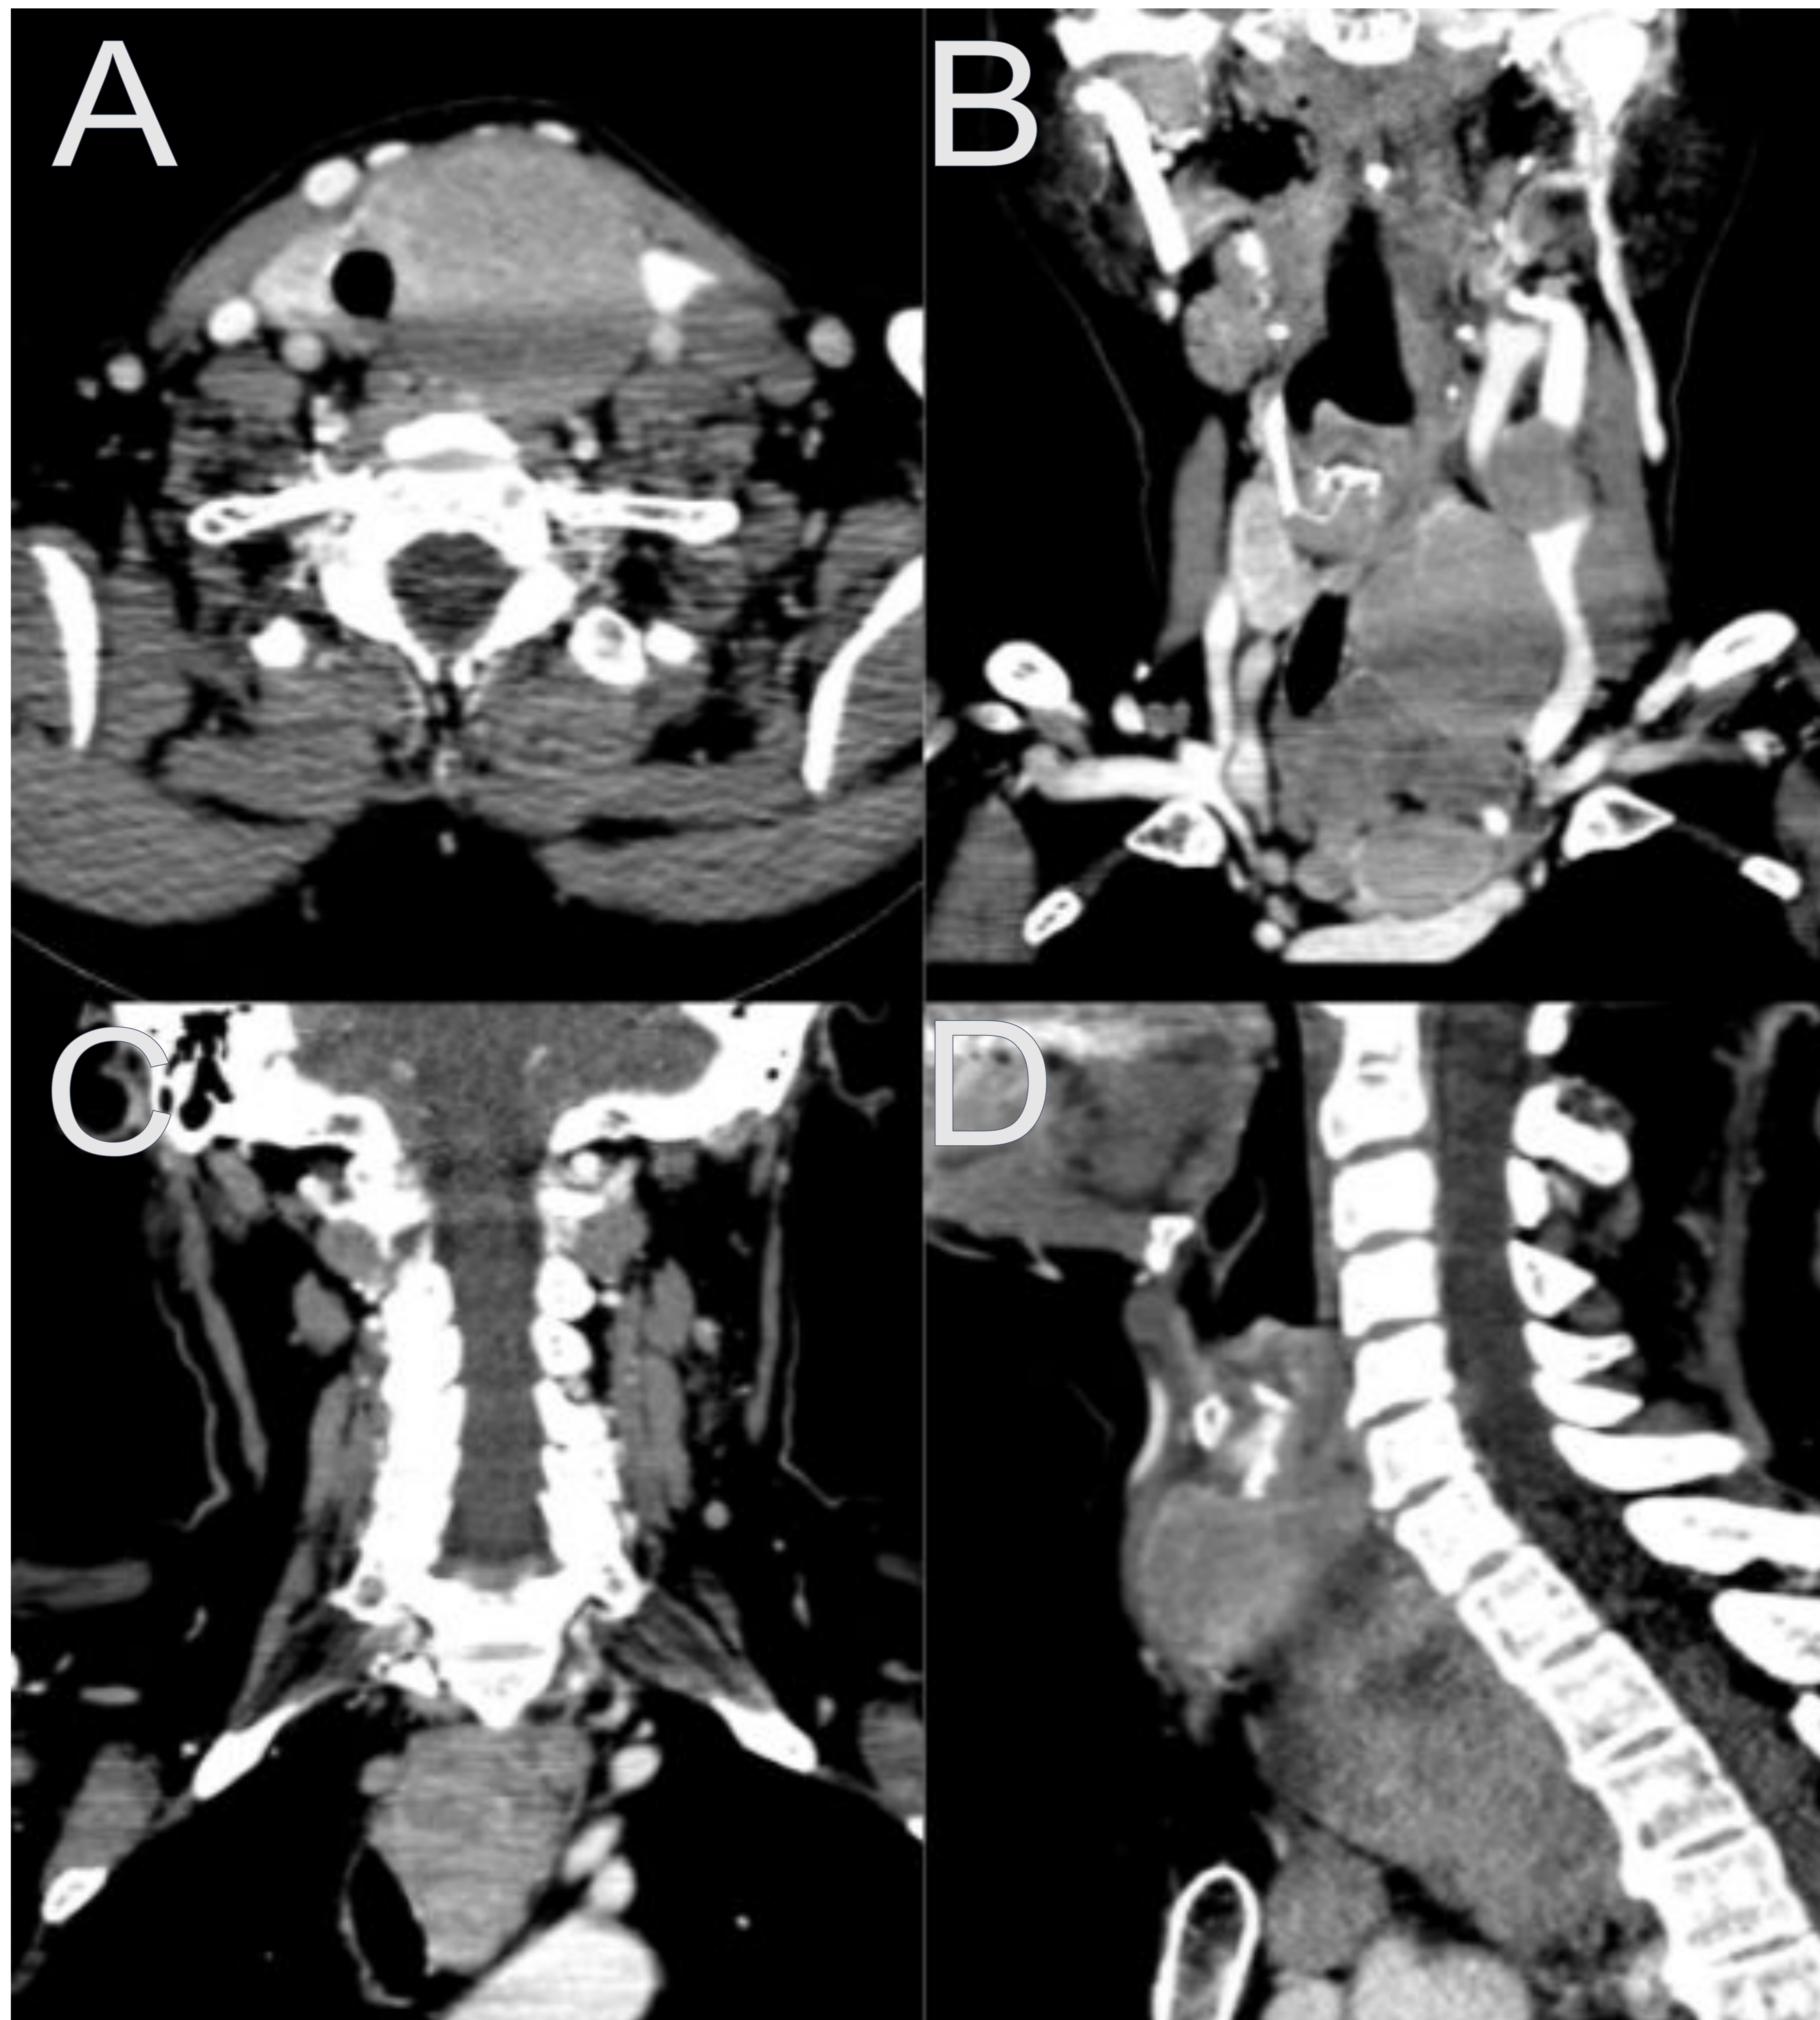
Linfoma de tiroides con extensión adenopática en el cuello y el mediastino. A y C: corte axial y coronal de TC de cuello con contraste intravenoso en el que se observa una masa polilobulada hipodensa respecto al parénquima tiroideo normal en el LTI, que desplaza y estenosa la tráquea hacia la derecha y se introduce en el mediastino rodeándola, quedando superior al cayado aórtico. Desciende medial a la carótida común, a la que no comprime ni impresiona de infiltrar. El resto de vasos también parecen estar respetados. B y D: cortes coronal y sagital de TC que evidencian la presencia de adenopatías cervicales y mediastínicas por afectación metastásica de linfoma difuso de célula grande en el tiroides.
